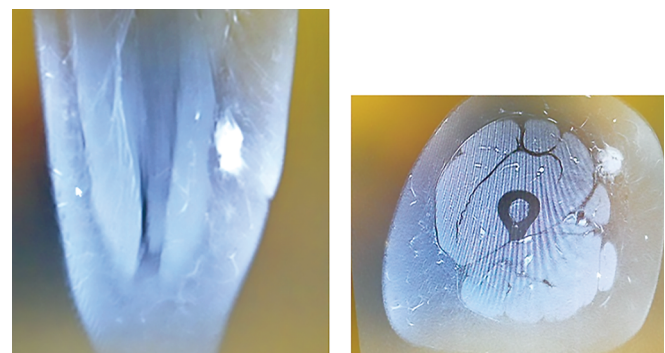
МРТ мягких тканей бедра с внутривенным контрастированием
